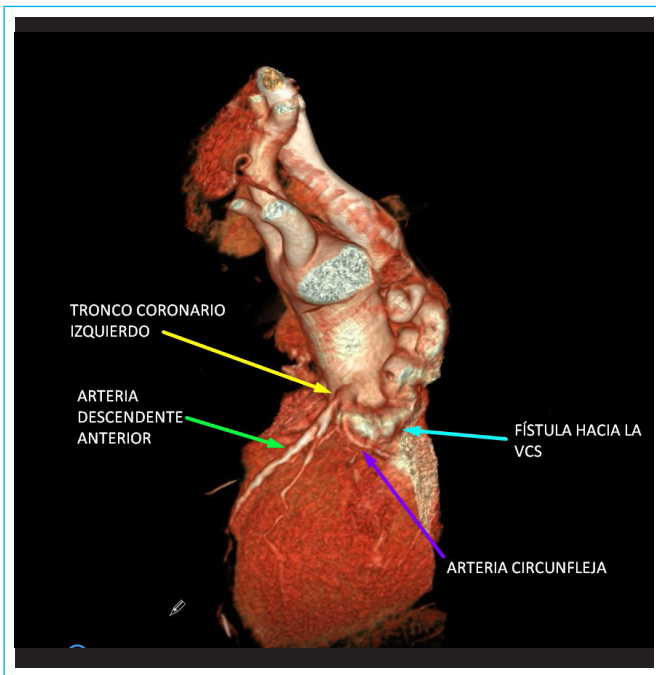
Tomografía cardíaca. Reconstrucción volumétrica 3D ("volumen rendering"). Identificación de estructuras vasculares (ver descripción en texto). VCS= Vena cava superior.
